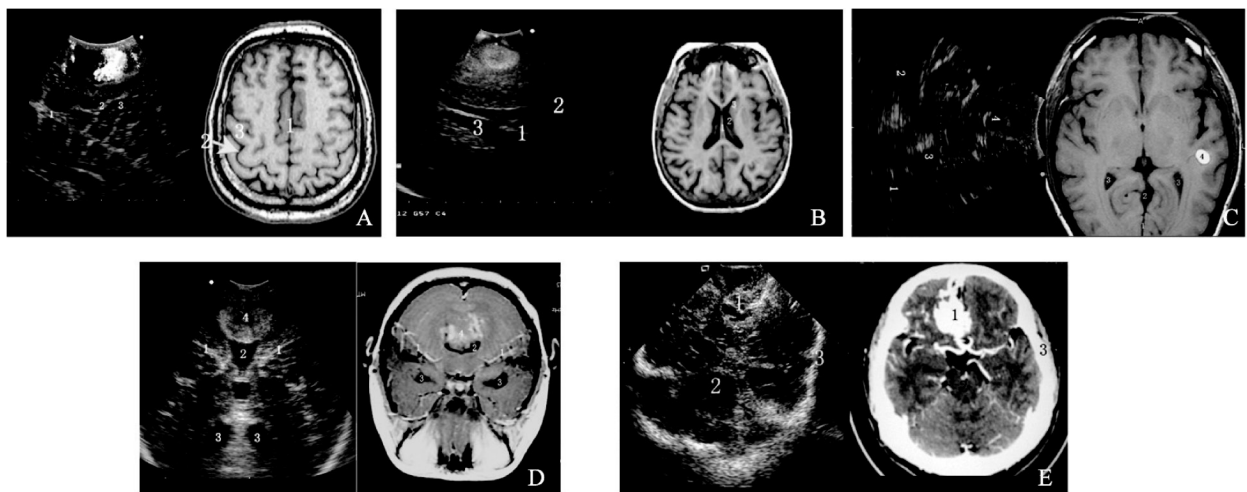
术中超声获得的标准水平切面声像图及其与同切面的术前MRI图像比较
